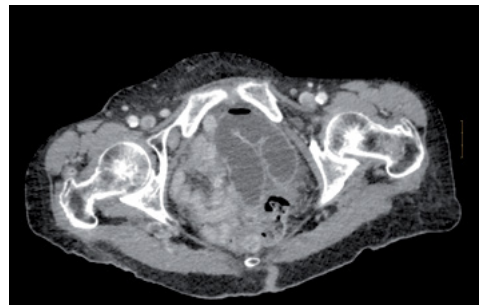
Imagen de TC abdominal que muestra asa intestinal alojada en orificio obturador derecho.
